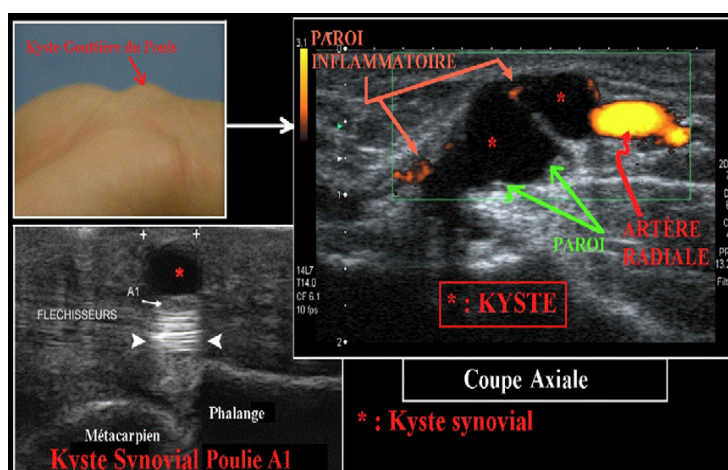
Aspect échographique d'un kyste synovial localisé dans la gouttière du pouls.(49)
